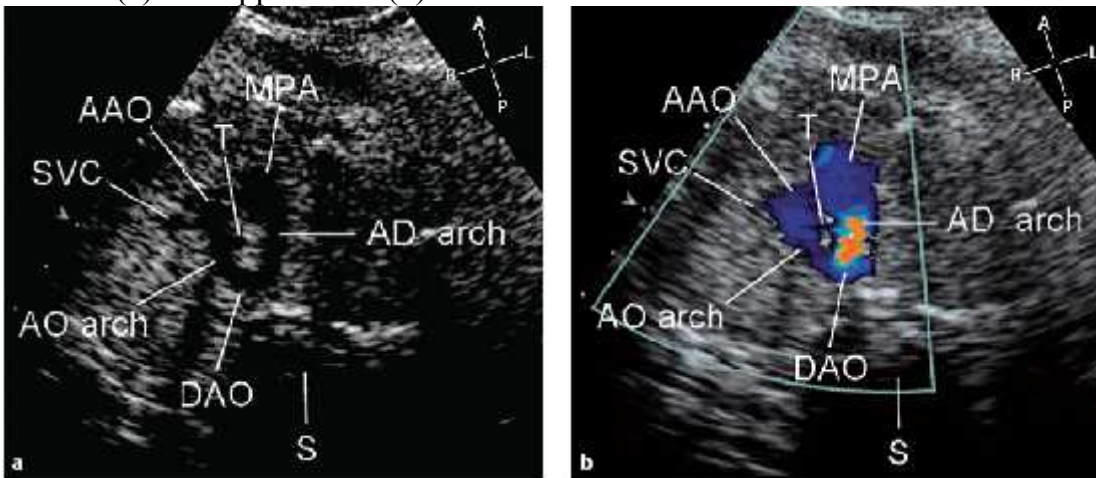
mặt cắt 3 mạch máu và khí quản trên 2D và doppler màu ở thai nhi 30 tuần bị hội chứng thiếu sản tim trái.
